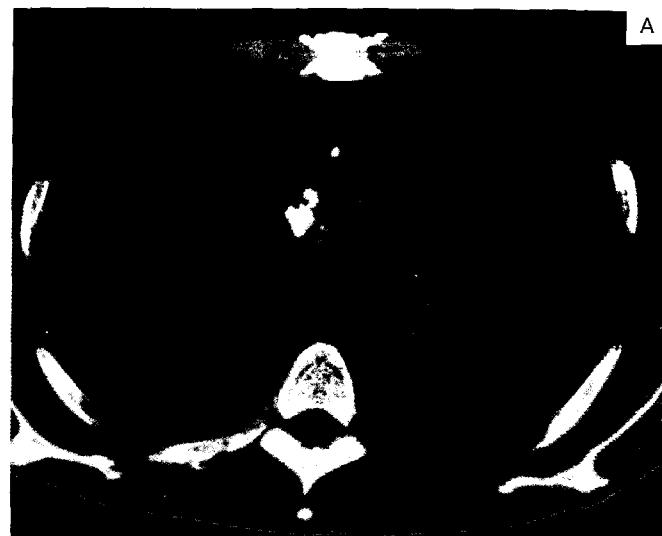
Аксиальная КТ грудной клетки при центральном раке левого легкого.
